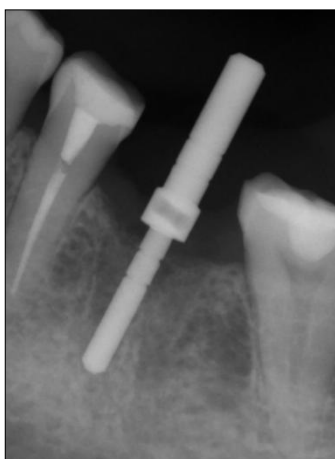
Radiografia periapical mostrando paralelizador confirmando a perfuração em posição ideal.
